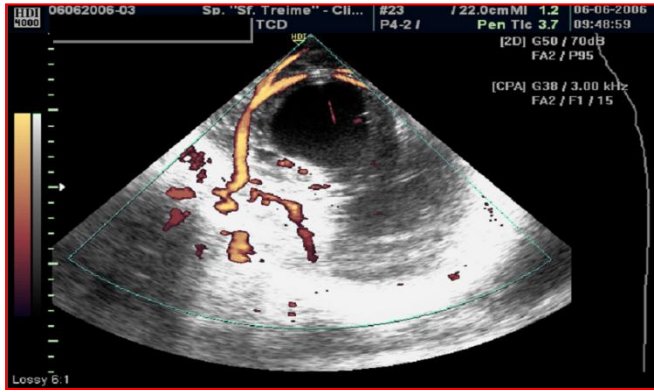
Localizare intraoperatorie topografică (ultrasonografie) și funcțională (mapping cortical) a unei neoplazii în adiacența regiunii elocvente
